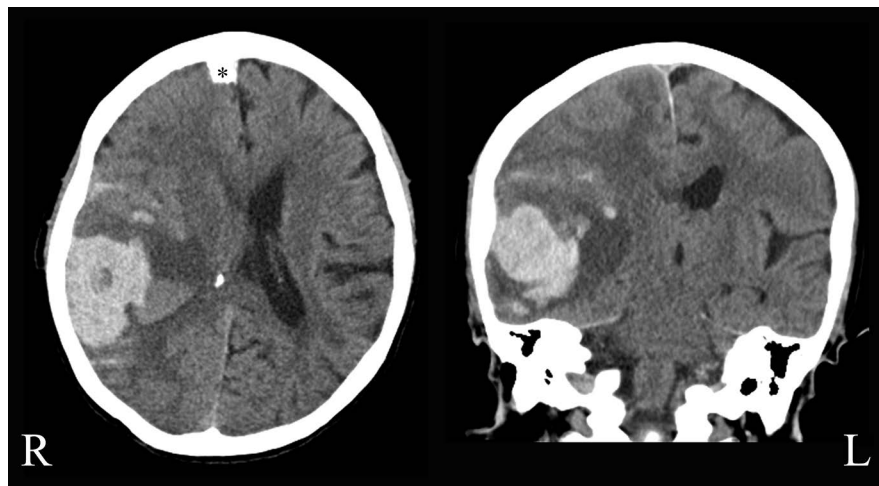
Brain CT (obtained on admission).
